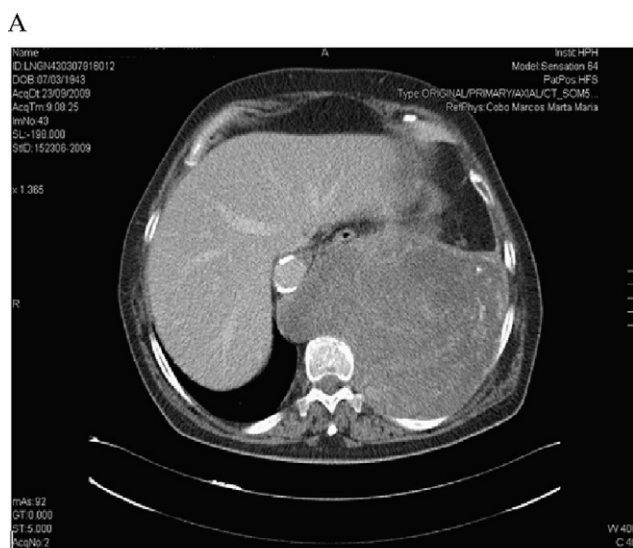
A) TAC torácico: gran masa extrapulmonar en base izquierda, heterogénea con calcificaciones periféricas. B) RMN torácica: gran tumoración heterogénea de 18 cm en la unión toracoabdominal izquierda extrapulmonar, supradiafragmática que se introduce en el canal espinal.
